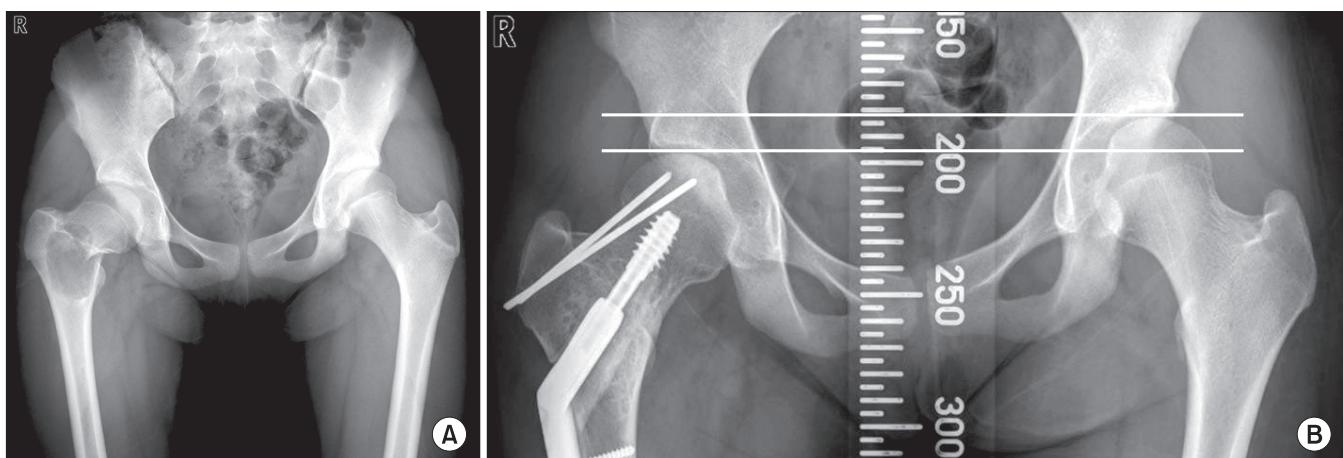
(A) Both hip anteroposterior radiograph of 12 year old girl showed cystic bony lesion with pathologic fracture at right femur neck. (B) A 28 month follow-up scanogram revealed 14 mm leg length discrepancy due to early closure of growth plate at right proximal femur.
